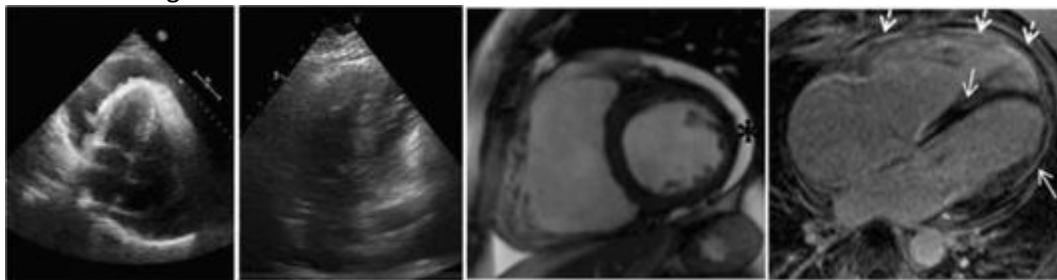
Примеры визуализации сердца у пациентов с перикардитами. Слева - эхокардиограммы (нити фибрина, утолщение, уплотнение листков перикарда); справа - магнитно-резонансная томограмма (выпот в полости перикарда - указан звездочкой, накопление гадолиния в миокарде и перикарде - указано стрелками)
